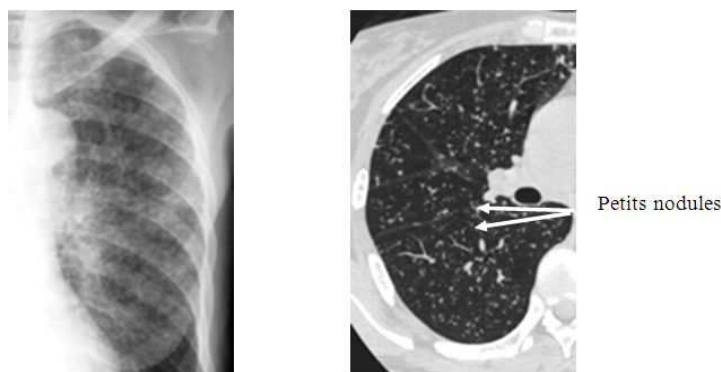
Radio du thorax et coupe TDM : Miliaire Tuberculeuse
